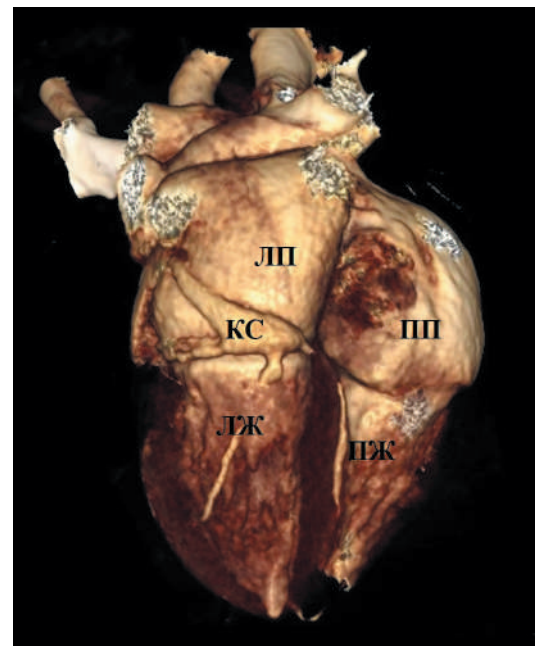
Мультиспиральная компьютерно-томографическая ангиография (вид сзади). Система КС, расположенного по левой АВ-борозде и заканчивающийся слепо без дренирования в ПП.
